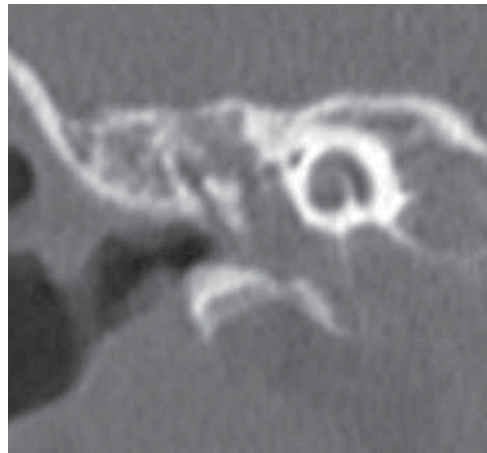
Спиральная компьютерная томография правой височной кости пациента 5 лет, коронарная проекция. Опухолевая масса заполняет всю барабанную полость с признаками костной деструкции в области луковицы яремной вены
